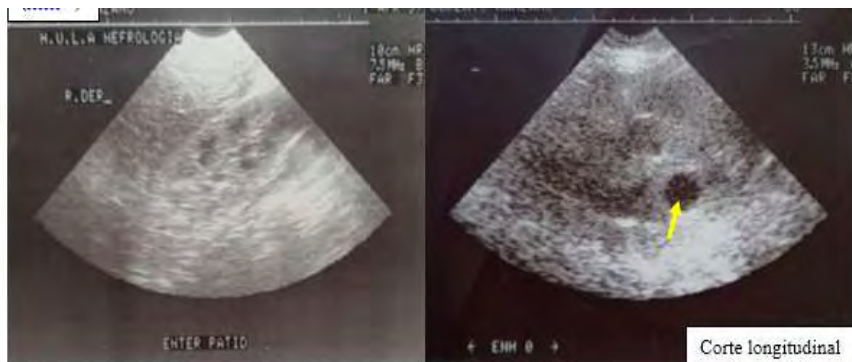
Ultrasonido renal de paciente femenina. 17 años. Clearance de creatinina 11 ml/min. Portador de Nefronoptosis3; 2005. Fuente. Historias Médicas-IAHULA
